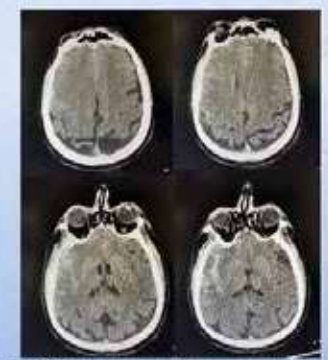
Brain CT Axial (transverse) section was evaluated as compatible with widespread subarachnoid hemorrhage in bilateral frontal lobes, right temporal and parietal lobes and hemispheric sulci.
